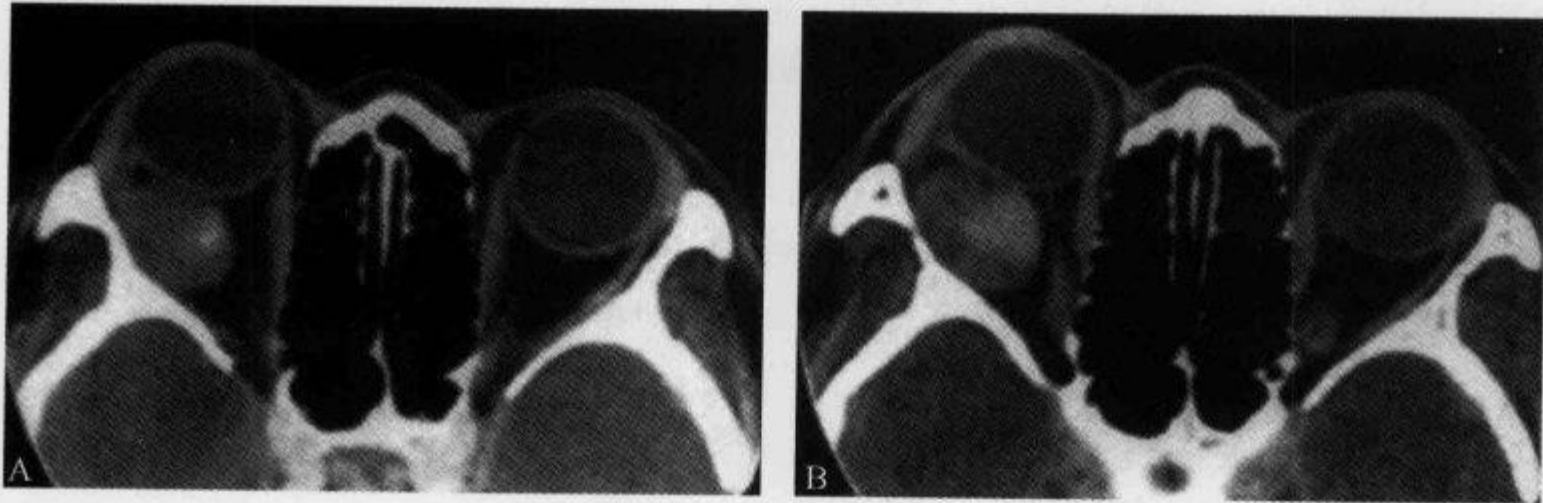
横断面 CT 增强扫描示“渐进性强化征”
